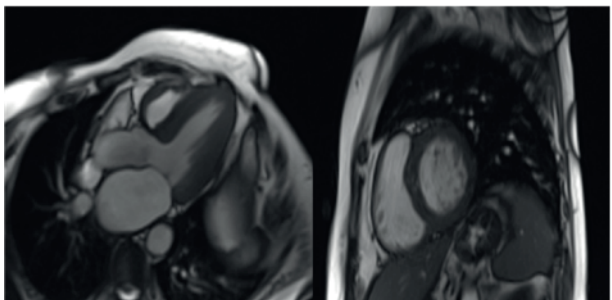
Examen RMN normal la o lună
